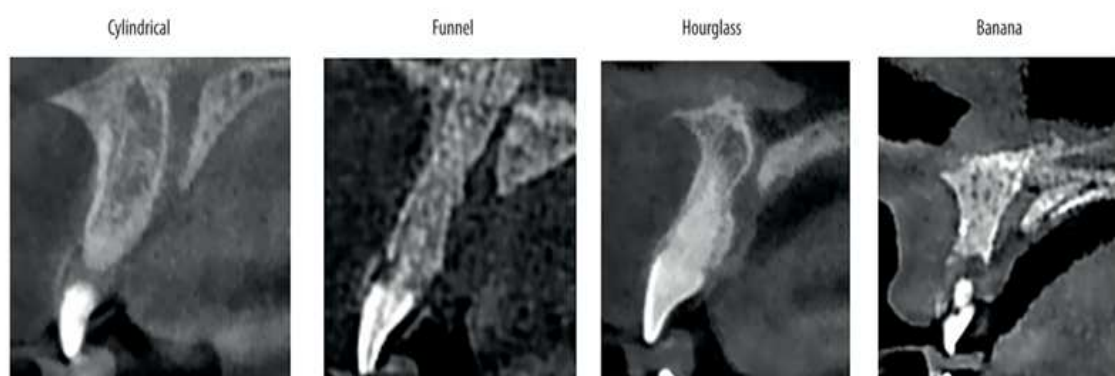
Imagens obtidas por CBCT ilustrando as quatro configurações anatômicas do NPC: cilíndrica, funil, ampulheta e banana. Imagem retirada de Firinciogluglari & Orhan (2024), sob licença Creative Commons Attribution (CC BY 4.0.).
